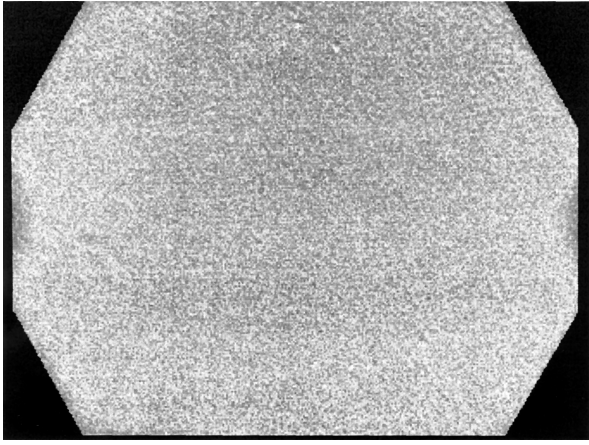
Сцинтиграмма, полученная при равномерной засветке.
